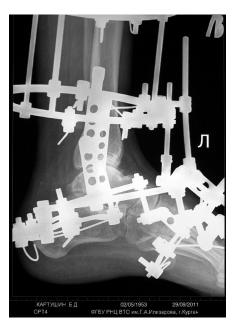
Рентгенограмма правой стопы в боковой проекции больного К. после выведения ее из положения эквинуса. Срок 2 недели
